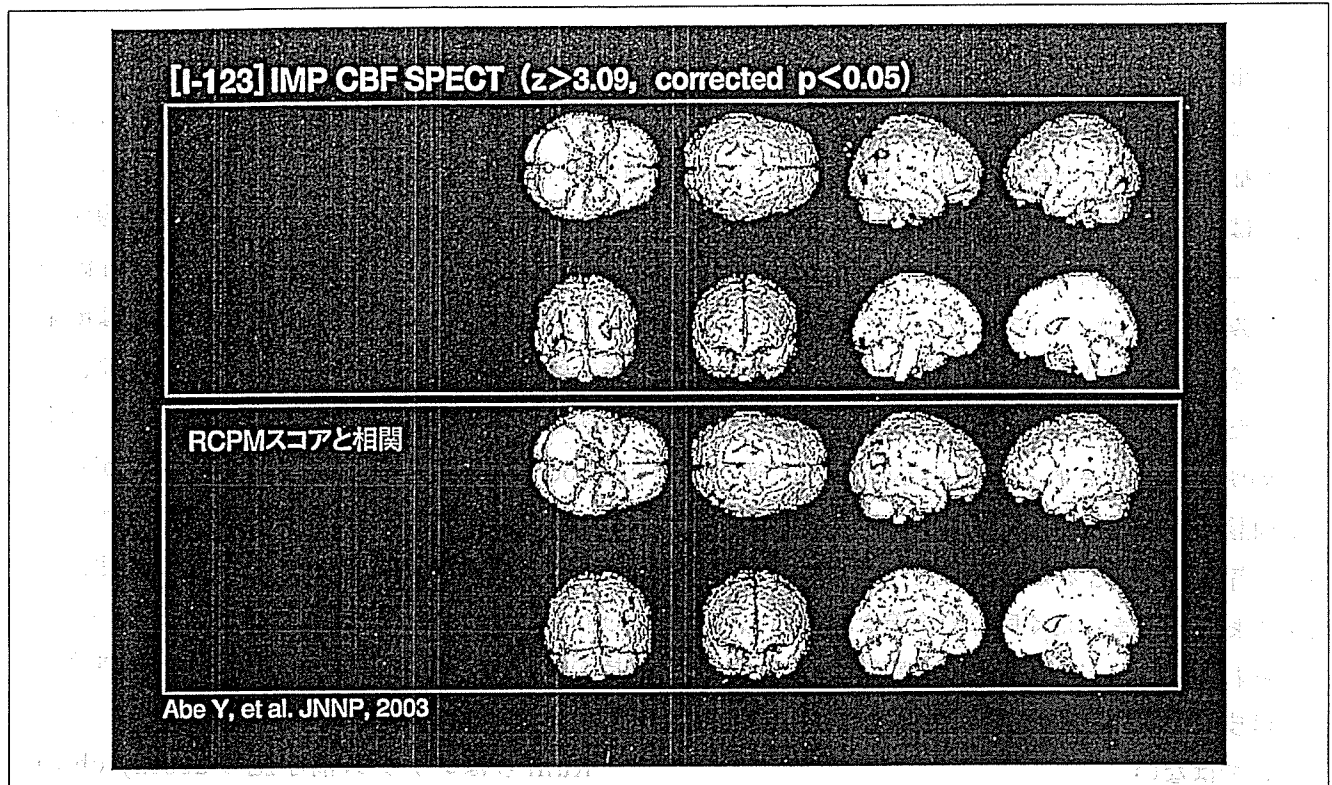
痴呆を伴わないPD群における<sup>123</sup>I-IMP SPECTによる解析
